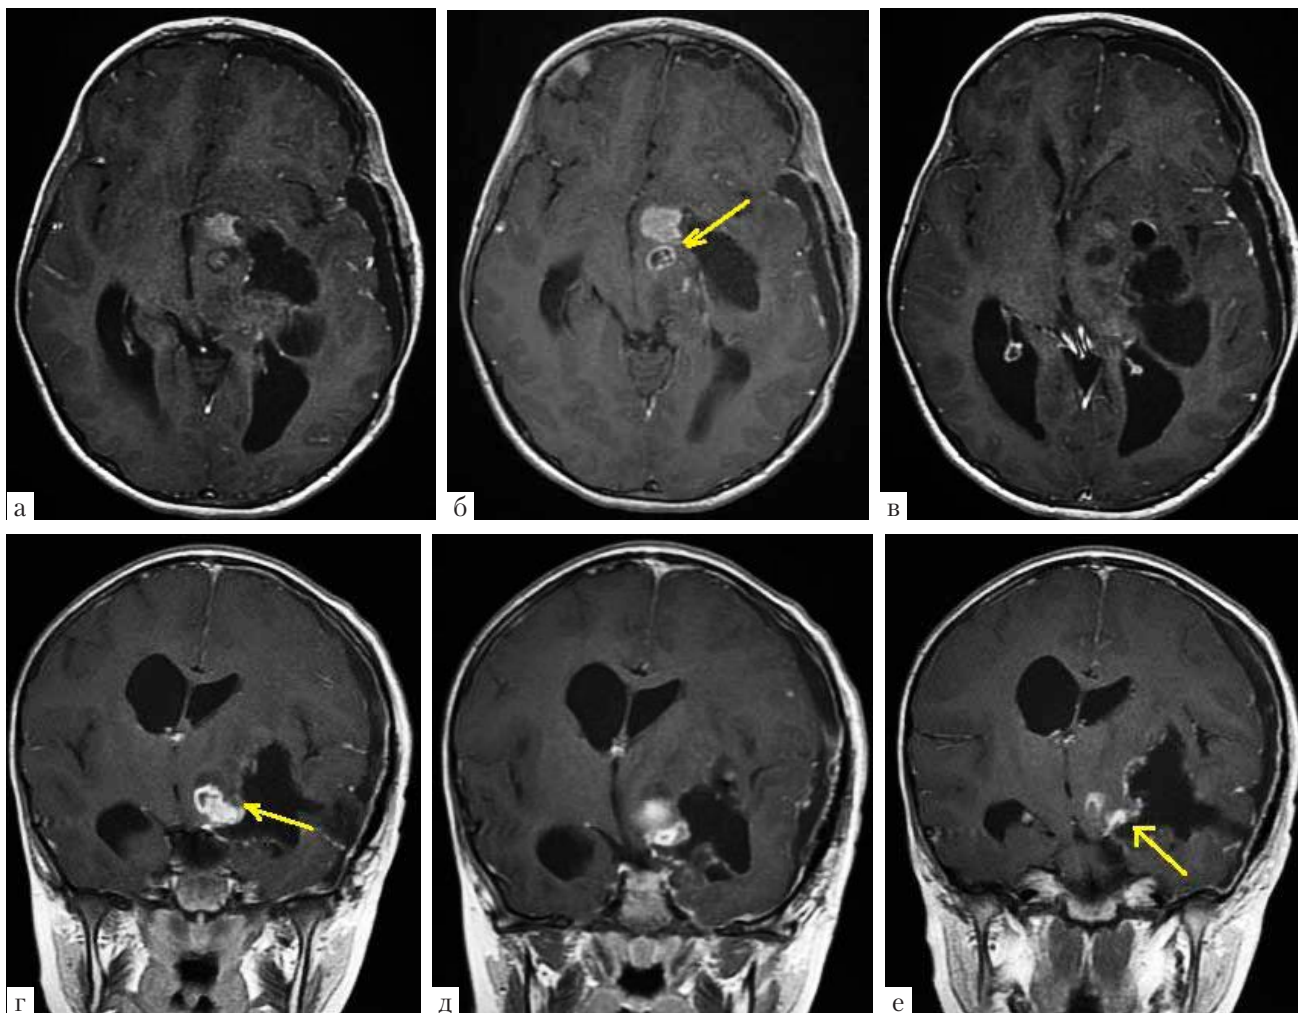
МРТ головного мозга в режиме T1 с контрастным усилением на 2-е сутки после операции в аксиальной (а, б, в) и фронтальной проекциях (г, д, е). Выявляются послеоперационные изменения и фрагменты остаточной опухоли в проекции оральных отделов ствола мозга и подкорковых узлов. Деформация прилежащих структур в значительной степени регрессировала. Стрелками указана зона вызывания потенциалов от двигательных проводников
